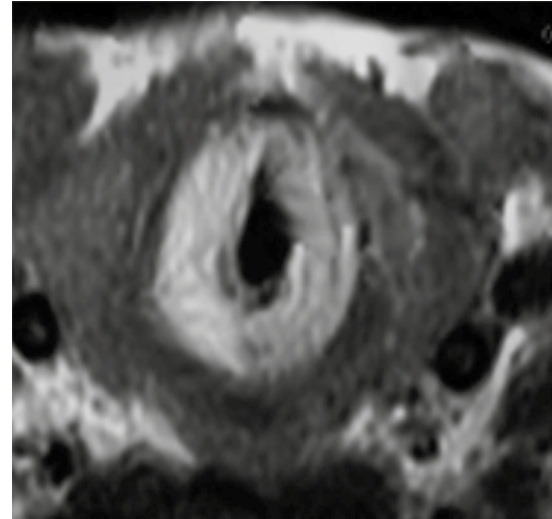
Resonancia magnética, cortes coronales: estenosis laríngea concéntrica secundaria a tejido granulomatoso.
